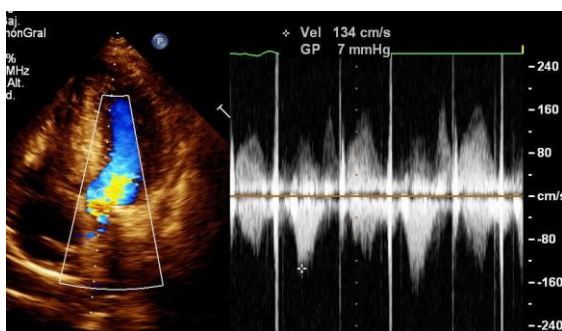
Ecocardiograma transtorácico postoperatorio donde se cuantifica gradiente en tracto de salida de ventrículo izquierdo de 7mmHg.
